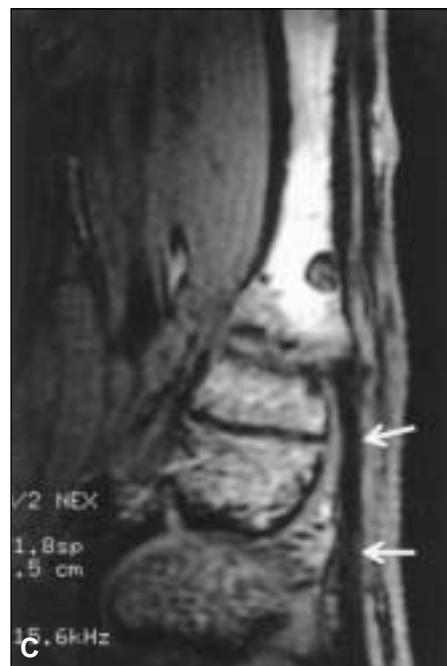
Resonancia magnética T1 3D SPGR (TR/TE 30/8) y reconstrucción multiplanar curva (MPR). Con esta técnica fue posible seguir el trayecto del tendón del segundo radial externo observándose la indemnidad de su inserción en la base del tercer metacarpiano (flechas).
